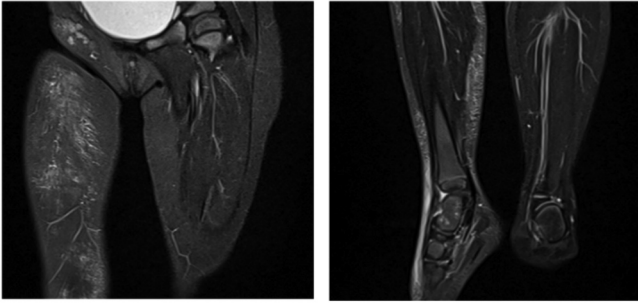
Imágenes de la RM de extremidades inferiores, donde se observan hallazgos compatibles con afectación extensa de partes blandas en forma de celulitis y fascitis en trayecto anteromedial del muslo y medial de la pierna hasta el dorso del pie.
